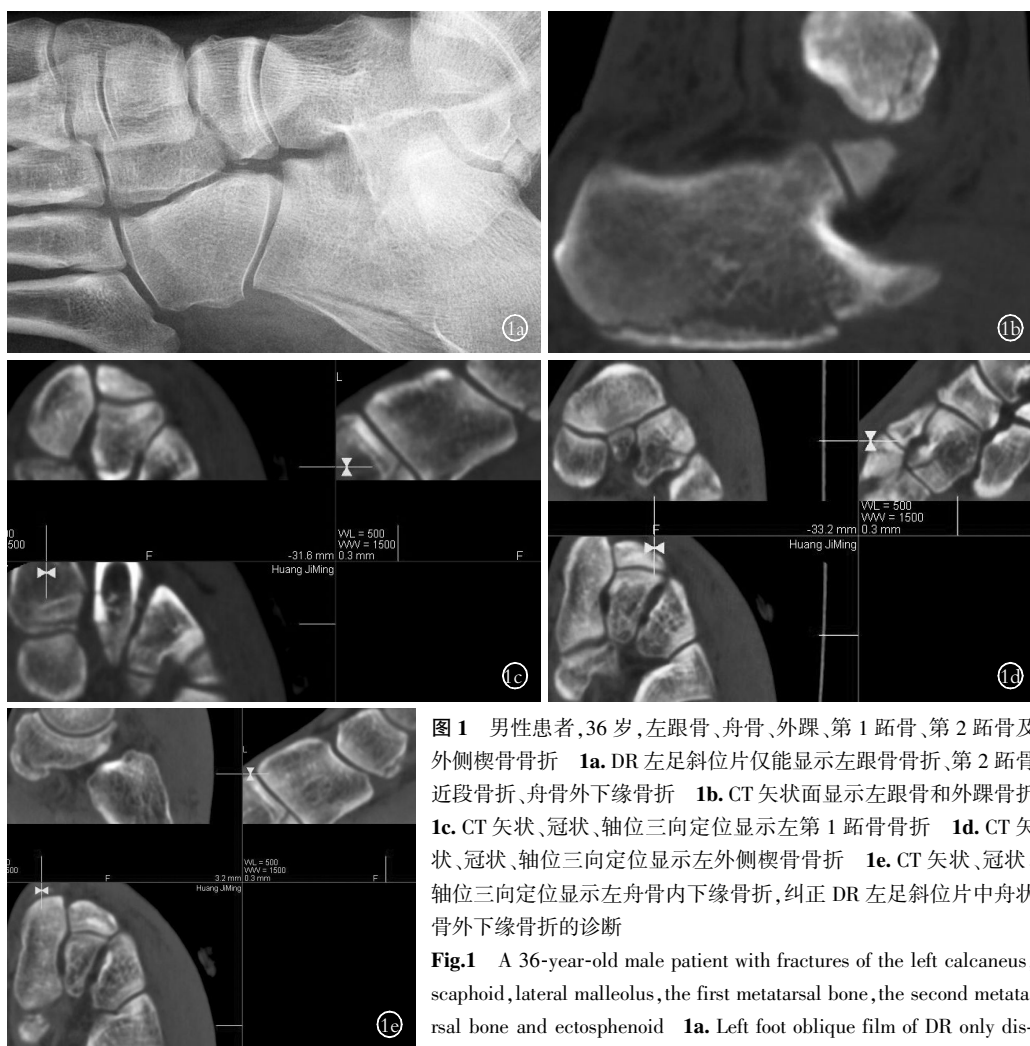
男性患者, 36 岁, 左跟骨、舟骨、外踝、第 1 跖骨、第 2 跖骨及外侧楔骨骨折 1a. DR 左足斜位片仅能显示左跟骨骨折、第 2 跖骨近段骨折、舟骨外下缘骨折 1b. CT 矢状面显示左跟骨和外踝骨折 1c. CT 矢状、冠状、轴位三向定位显示左第 1 跖骨骨折 1d. CT 矢状、冠状、轴位三向定位显示左外侧楔骨骨折 1e. CT 矢状、冠状、轴位三向定位显示左舟骨内下缘骨折, 纠正 DR 左足斜位片中舟状骨外下缘骨折的诊断
